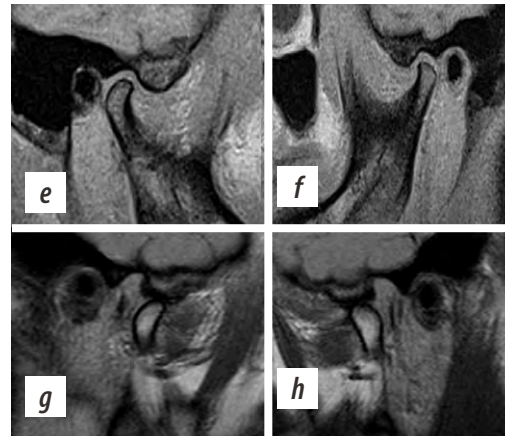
TMJ MRI in the oblique-sagittal projection. Before treatment: a — with the mouth closed on the right, b — on the left; c — with the mouth open on the right, d — on the left. after treatment: e — with the mouth closed on the right, f — on the left; g — with the mouth open on the right, h — on the left
